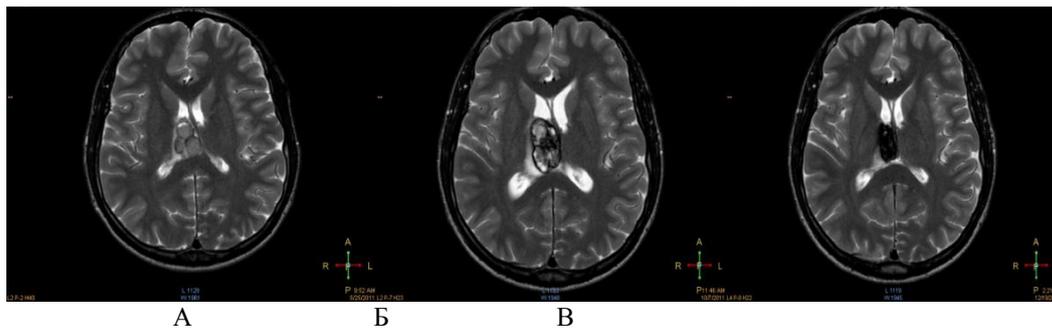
Пациент 29 лет. Метастаз меланомы. МРТ T2ВИ, до CPX (А), через 4 (Б) и 7 месяцев (В). Частичный ответ
